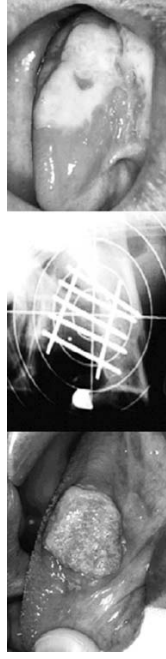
舌癌に対する ^{137}Cs 針による組織内照射例 (治療前写真、刺入時X線写真、抜針10日後の粘膜反応)
